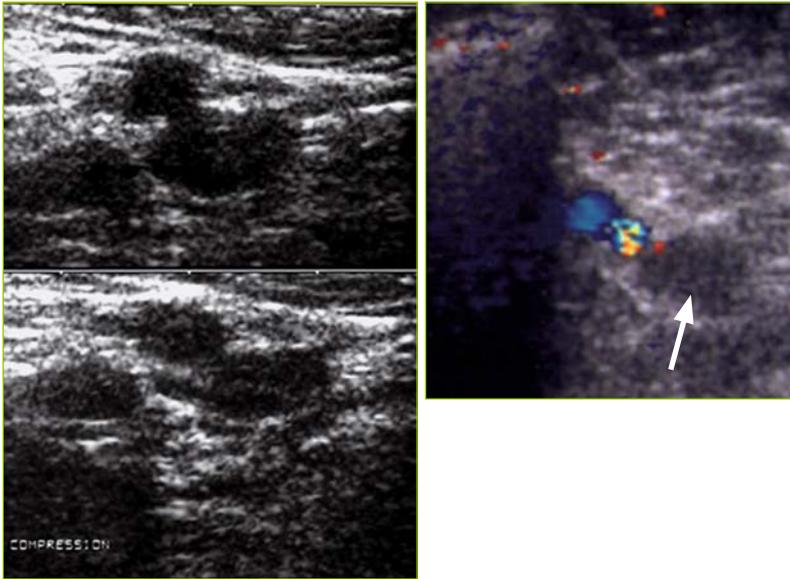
La recherche de thrombose veineuse repose sur la mise en évidence d'une incompressibilité du tronc veineux (ici la veine fémorale superficielle). À l'étage sural, le doppler couleur aide à l'identification de ces thromboses : ici une des deux veines tibiales postérieure apparaît élargie et sans flux (flèche).
